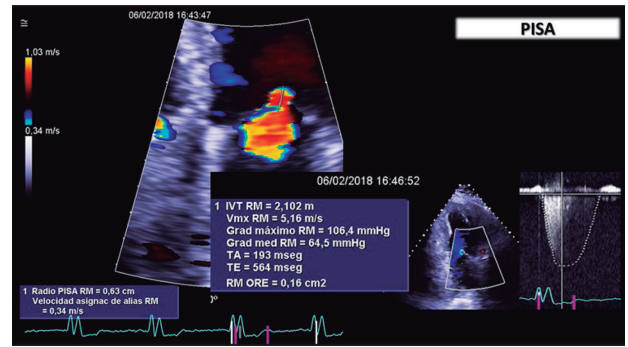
Mediciones para el cálculo de la fracción regurgitante en insuficiencia mitral por el método PISA. RM: Regurgitación mitral. IVT RM: Integral tiempo-velocidad del jet de insuficiencia mitral. RM ORE: Orificio efectivo regurgitante de la insuficiencia mitral. Ver más explicaciones en el texto
